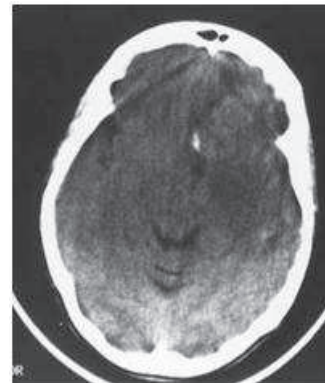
TDM cérébrale en coupe axiale : Tumeur frontale isodense avec calcification périphérique
